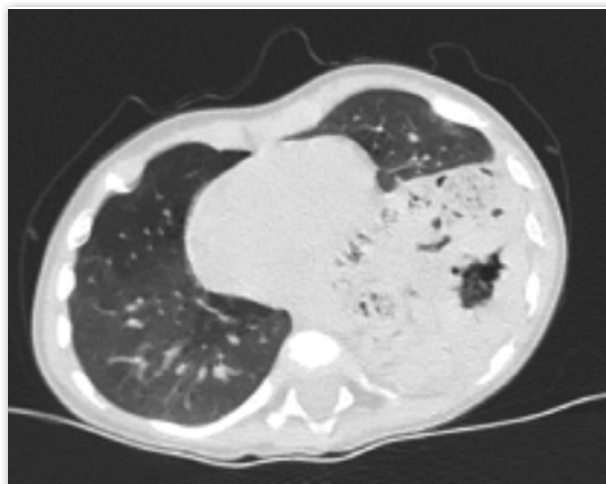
Tomografía computarizada: corte transversal torácico evidenciando contenido intestinal y cámara gástrica en hemitórax izquierdo.
